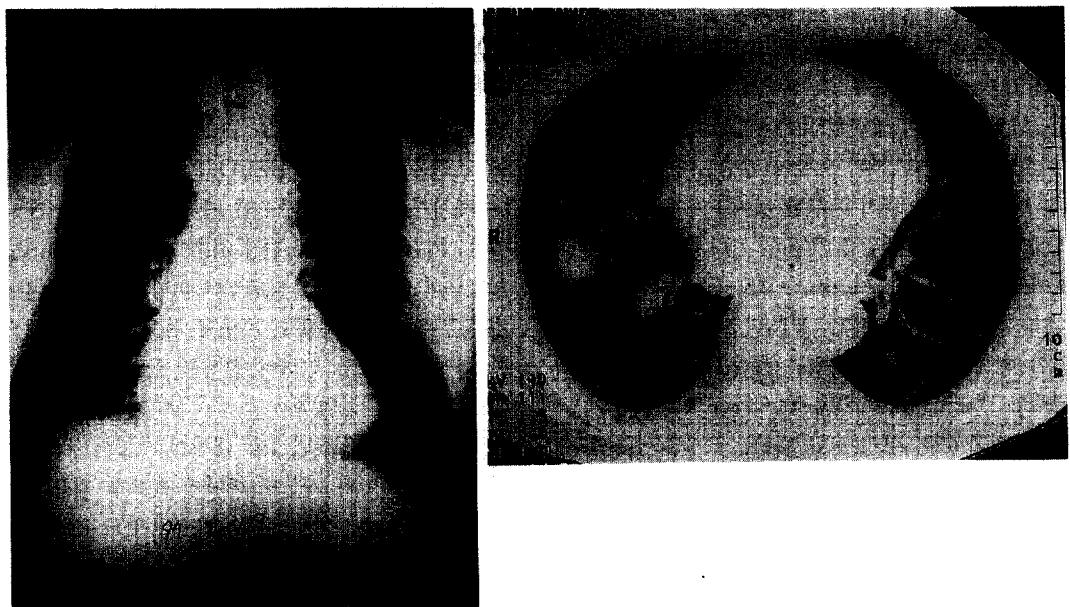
Case 1. Initial chest radiograph shows ill-defined patchy consolidation in the RML field (left). Chest CT shows 2cm sized mass with spiculated border in the RML(right).
